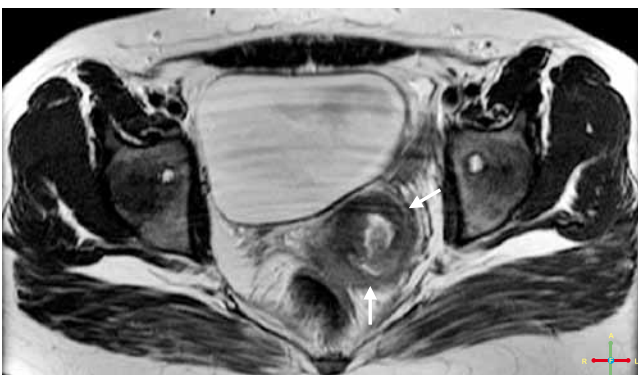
RM de hueco pélvico. Corte axial. Secuencia T2 que muestra dos canales vaginales (flechas blancas), con un septo central y formación quística-hemorrágica en hemivagina izquierda de contenido heterogéneo.
